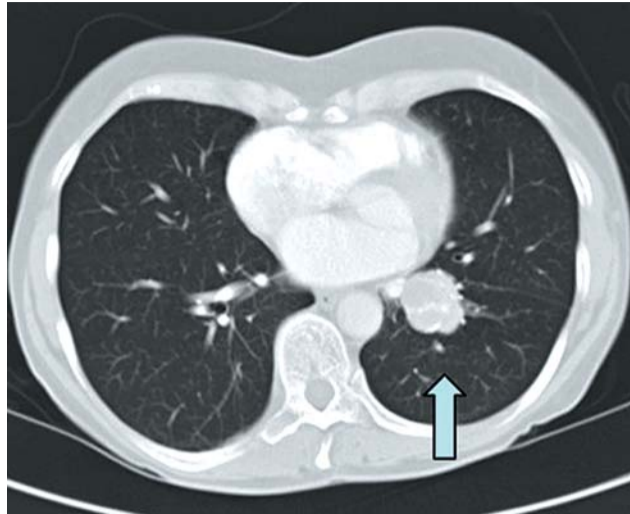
Lungenfensterausspielung der Computertomografie des Thorax. Das Thorax-Computertomogramm bestätigte den Befund eines 3,5 cm messenden, linksseitig zentralen Tumors (offener Pfeil).
